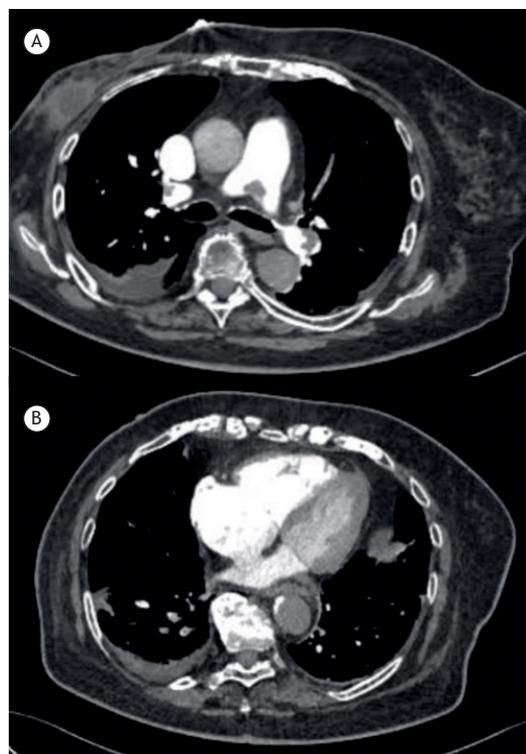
TC com contraste em paciente com tromboembolismo pulmonar de risco intermediário alto. Note a presença do coágulo no tronco de artéria pulmonar (em A) e dilatação do ventrículo e do átrio direitos, a retificação do septo interventricular e a compressão resultante do ventrículo esquerdo (em B).
